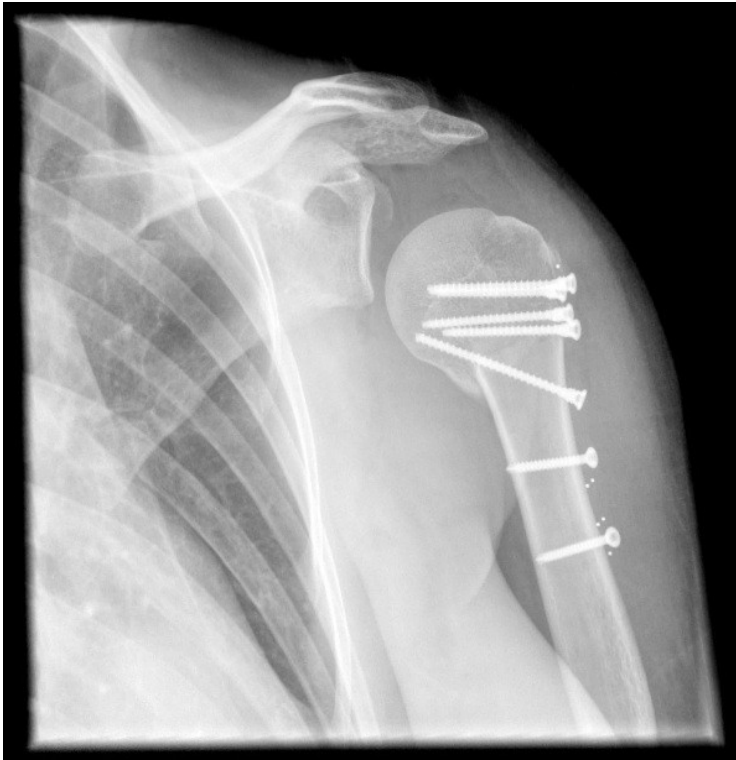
True a.p. Röntgenaufnahme des Schultergelenkes (postoperativ)
